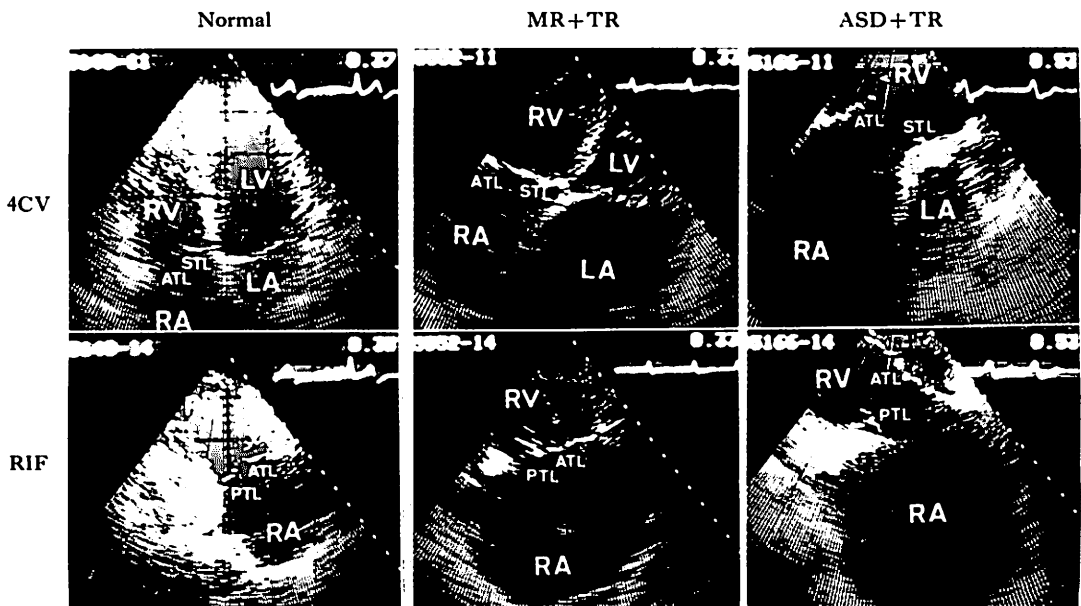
Two-dimensional echocardiograms of the tricuspid ring in a normal subject, in a case with mitral regurgitation and TR and in a case with ASD and TR.
